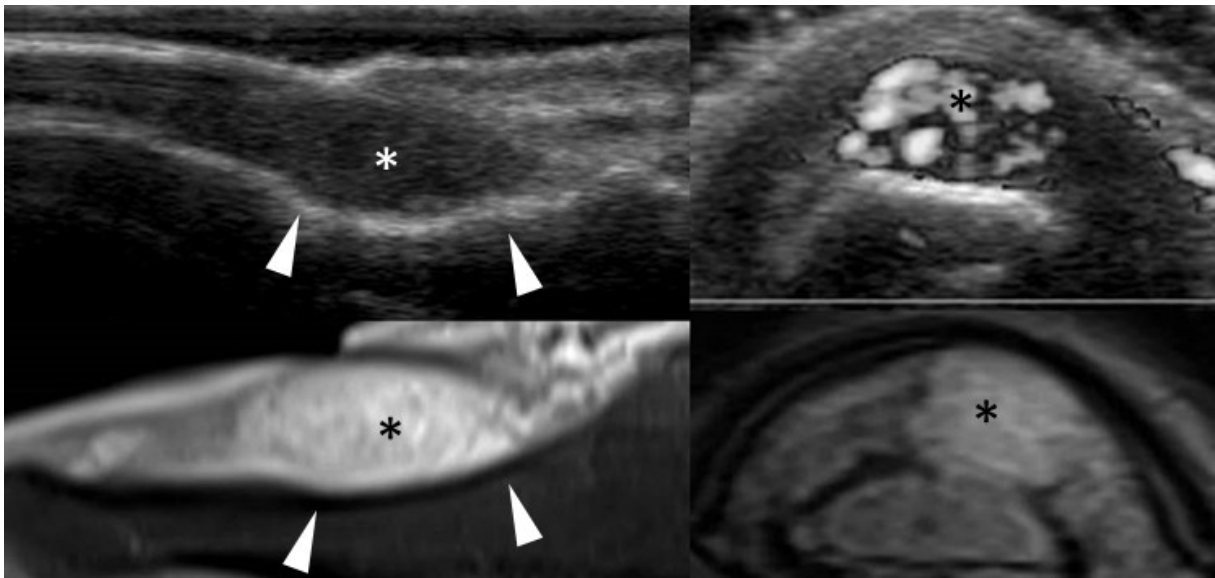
Tumeur glomique (coupe axiale et sagittale échographique – et IRM T2FS)
